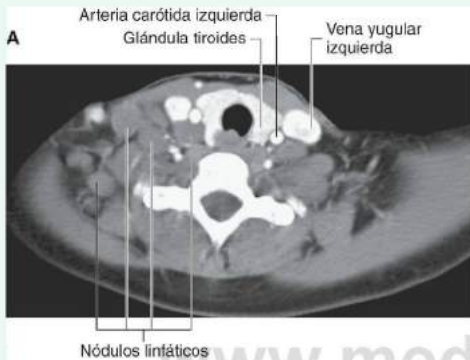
A. Tomografía computarizada con contraste, tomada en el plano axial, en la que se muestran las arterias carótidas comunes y las venas yugulares internas normales, con otros numerosos nódulos no realzados que son nódulos linfáticos de un paciente con linfoma. B. Tomografía computarizada con contraste, tomada en el plano axial, que muestra una gran masa mediastínica de tejido blando, correspondiente a un linfoma.
